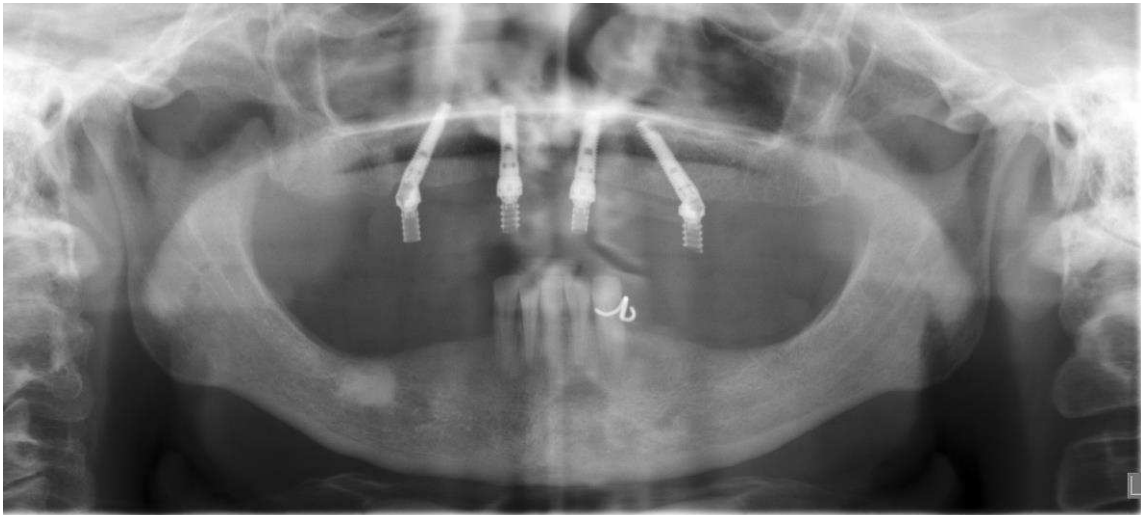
Ortopantomografia pós-operatória imediata. (RX cedido pelo Dr. Joel Teles)
